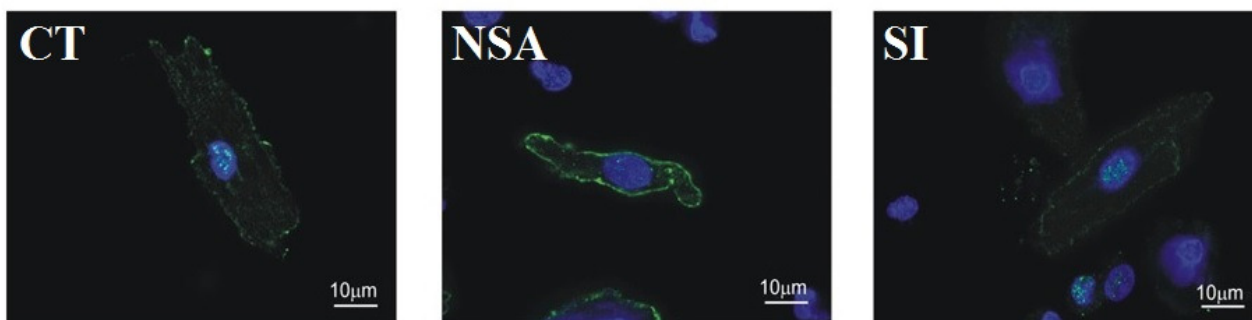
_ Analisi di immunofluorescenza _ Marcatura con HCN4 di singoli miociti isolati rispettivamente dalla cresta terminalis(CT), dal Nodo SenoAtriale (NSA) e dal setto interatriale (SI) del cuore di coniglio [Modificato da 60].
